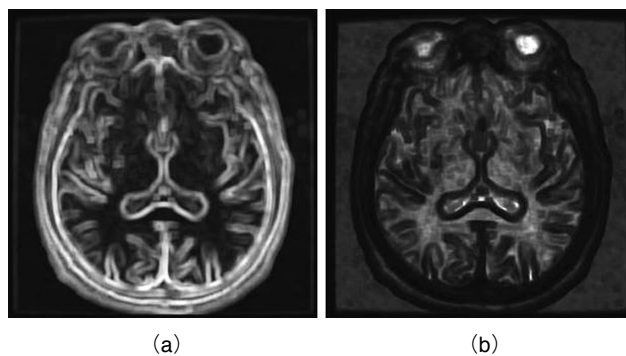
SD map and SNR map on clinical brain MR image
